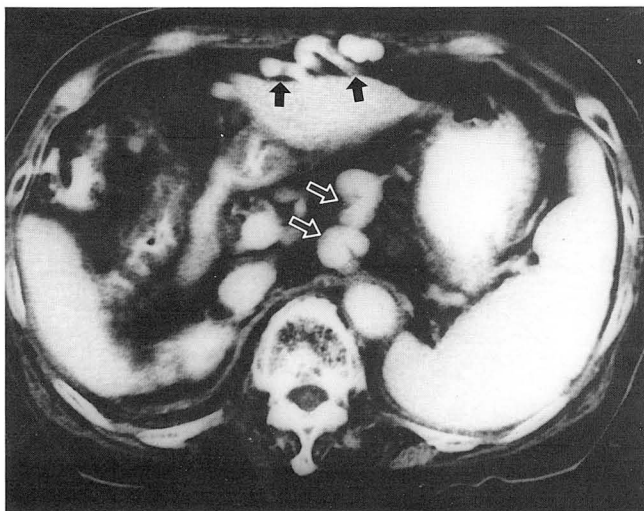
CT scan shows coronary varices which are dilated vessels in the triangular fatty tissue(open arrows) between the stomach and left lobe of the liver. The closed arrows indicate the paraumbilical varices. No history of variceal hemorrhage was obtained.
